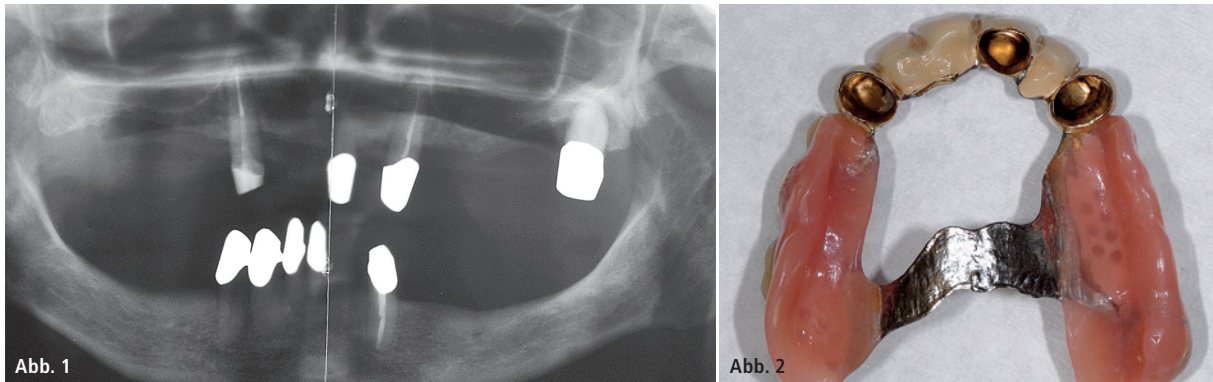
Ausgangssituation im Orthopantomogramm. – Abb. 2: Behandlungsziel: Es sollten die bestehenden Zähne erhalten und aufgrund des Alters der Patientin die Prothesensituation möglichst ohne große Veränderungen dauerhaft verbessert und stabilisiert werden.
